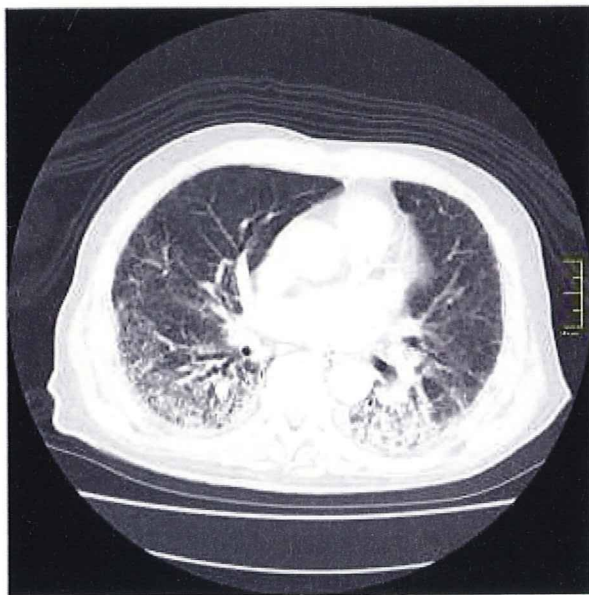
生前 CT 像。両肺背側優位に間質性の陰影を認める。
